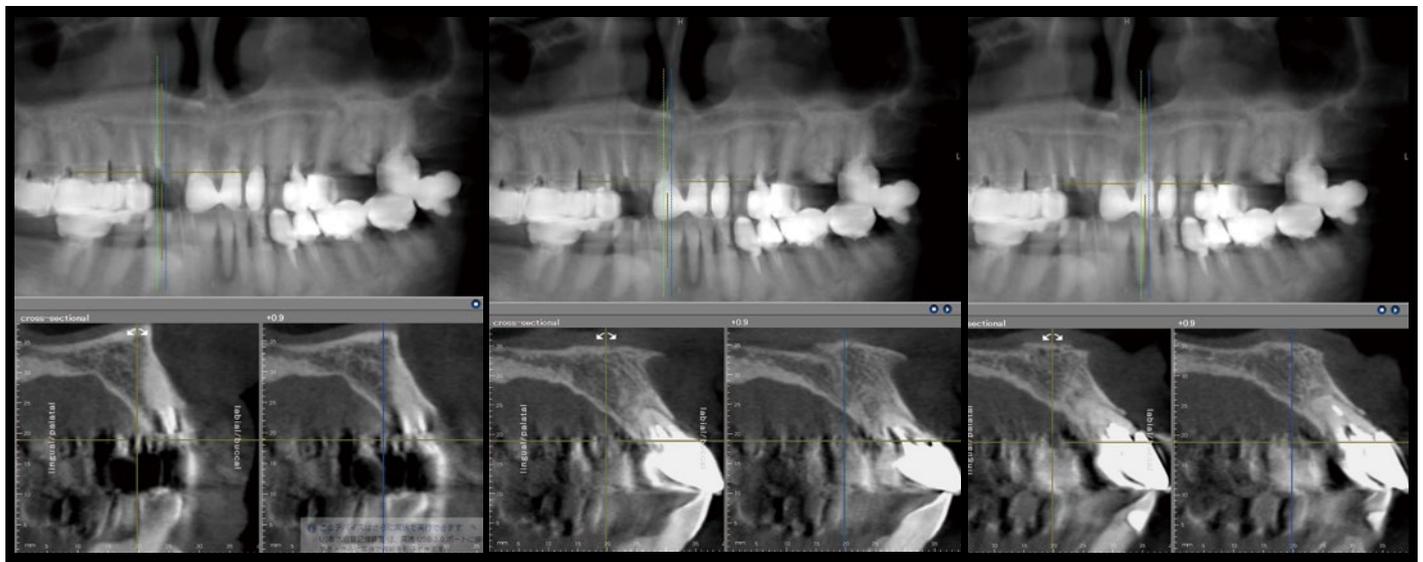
3|1(左)、1|1(中央)、1|1(右)の術前CT像。すべて抜歯即時にてインプラント埋入を計画したが、上下顎とも唇側傾斜のきついバイマキシラリープロトルージョン(上下顎前突)なので、補綴物がカンチレバーになり過ぎないように考慮した唇側傾斜で埋入することとした。
